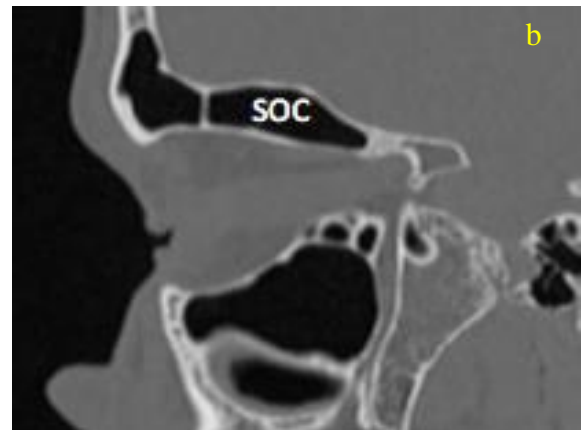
TC sagital mostrando la celda etmoidal supraorbitaria (SOC) con neumatización posterior a la arteria etmoidal anterior
